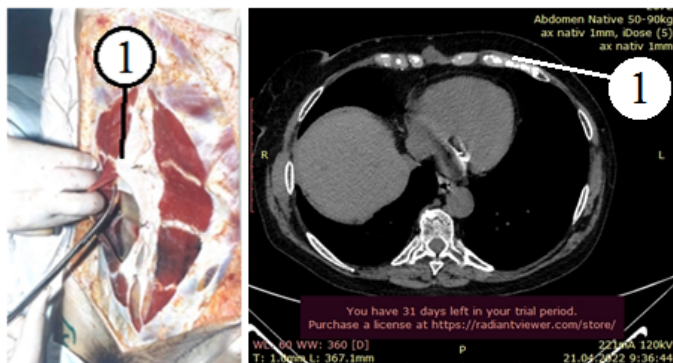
Макпрепарат и КТ передней брюшной стенки. Брахиморфный тип телосложения, мужской пол. 1-Подреберный фасциальный узел
